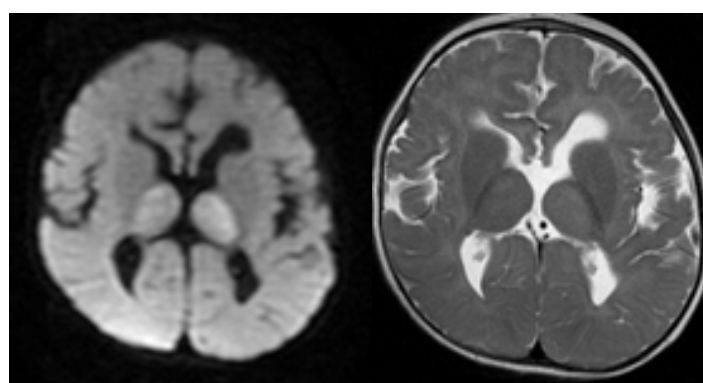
Restricción en DWI en ambos tálamos (imagen izquierda). Secuencia T2 (imagen derecha)
